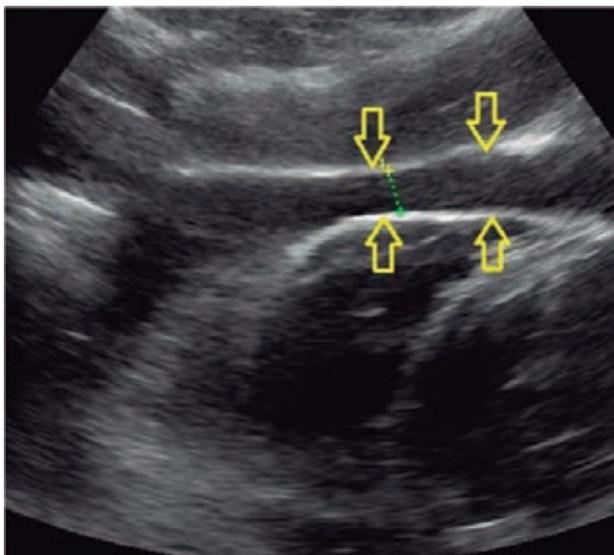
Ultrasonido de cadera izquierda con evidencia de líquido en el espacio articular, con derrame de 1.4 cm<sup>3</sup>, con material ecogénico en su interior, relacionado con detritus.
